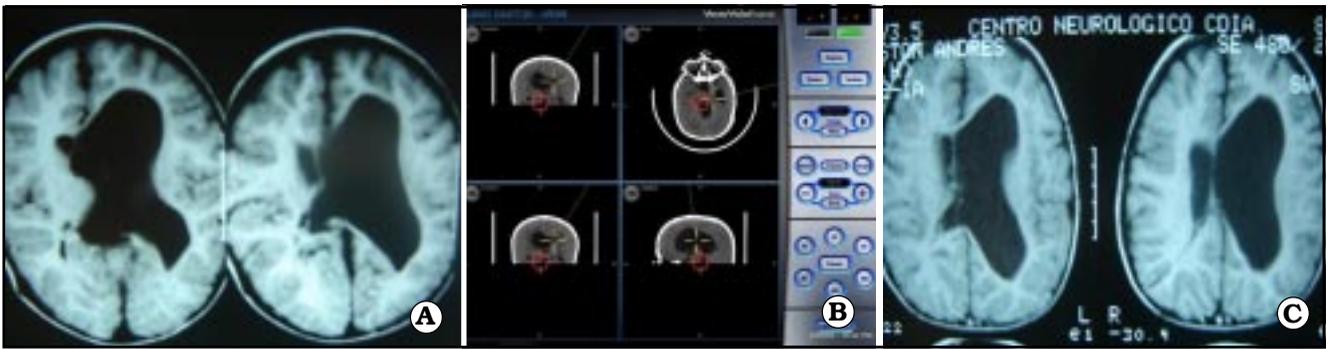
A. IRM prequirúrgica de un paciente con ventrículo excluido. B. NNV durante la cirugía (se ingresa por el ventrículo pequeño). C. IRM postoperatoria.
